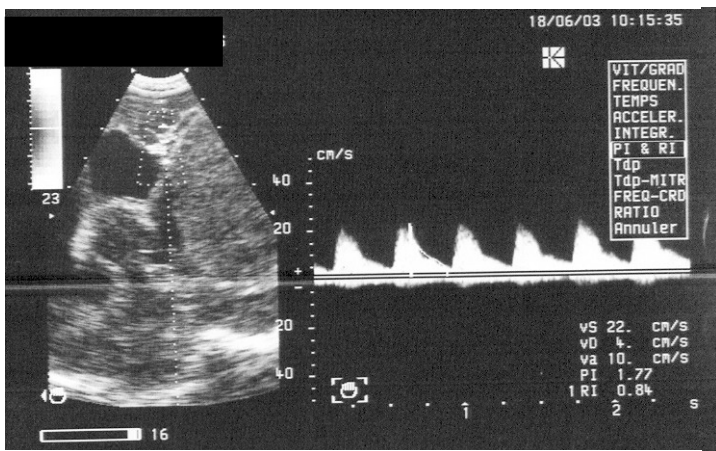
Doppler pulsé avec analyse spectrale
